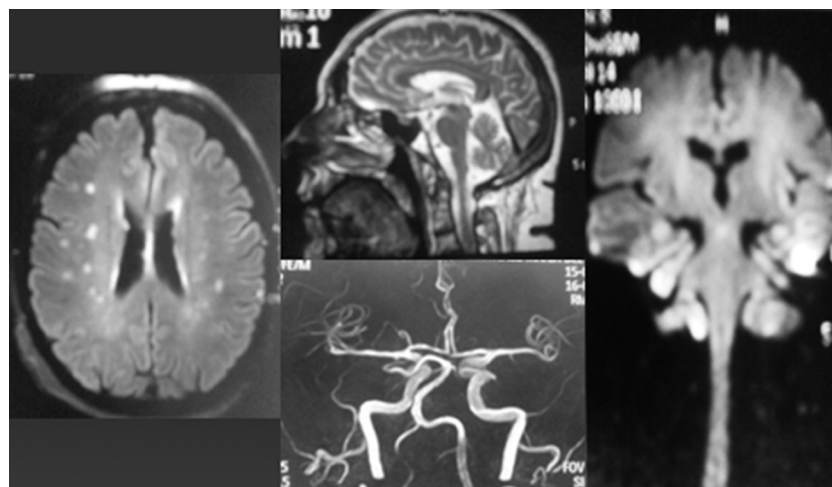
RM de encéfalo y angio-RM de vasos intracraneales: lesiones hiperintensas puntiformes bihemisféricas de aspecto secuelar crónico en FLAIR. Resto sin anormalidades.
